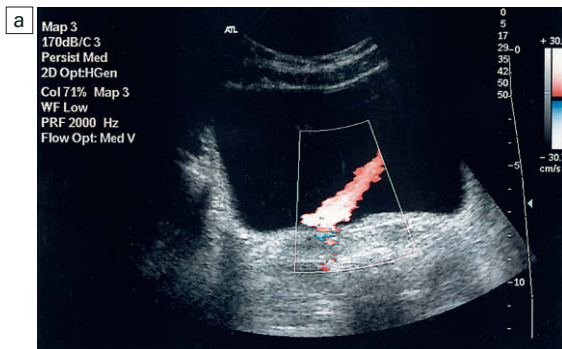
a) Chorro ureteral normal. b) Escaso flujo a través del orificio ureteral derecho en la imagen Doppler de flujo en color por un cálculo ureteral derecho.
